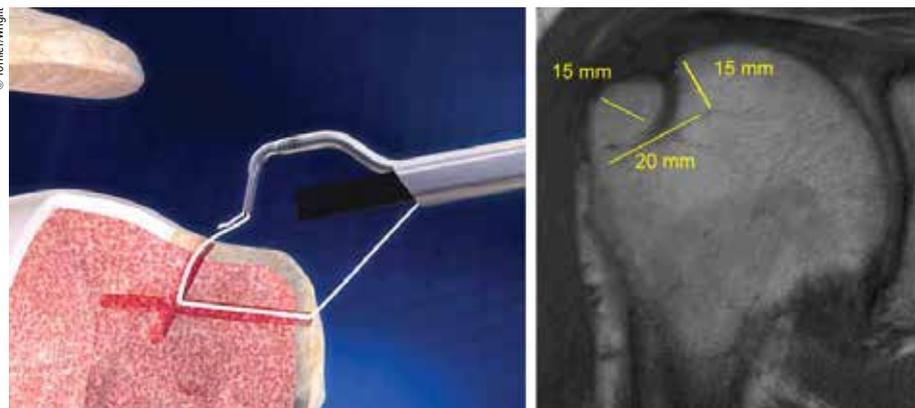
Armierung des Knochentunnels und typischer MRI-Befund 4 Monate postop
